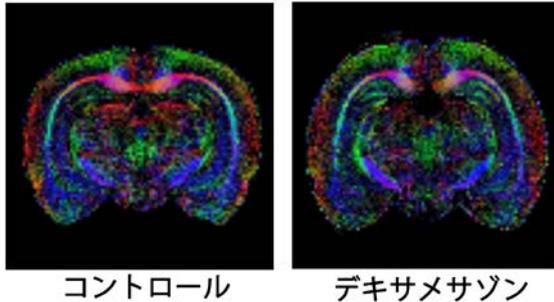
11.7MRI における color mapping
